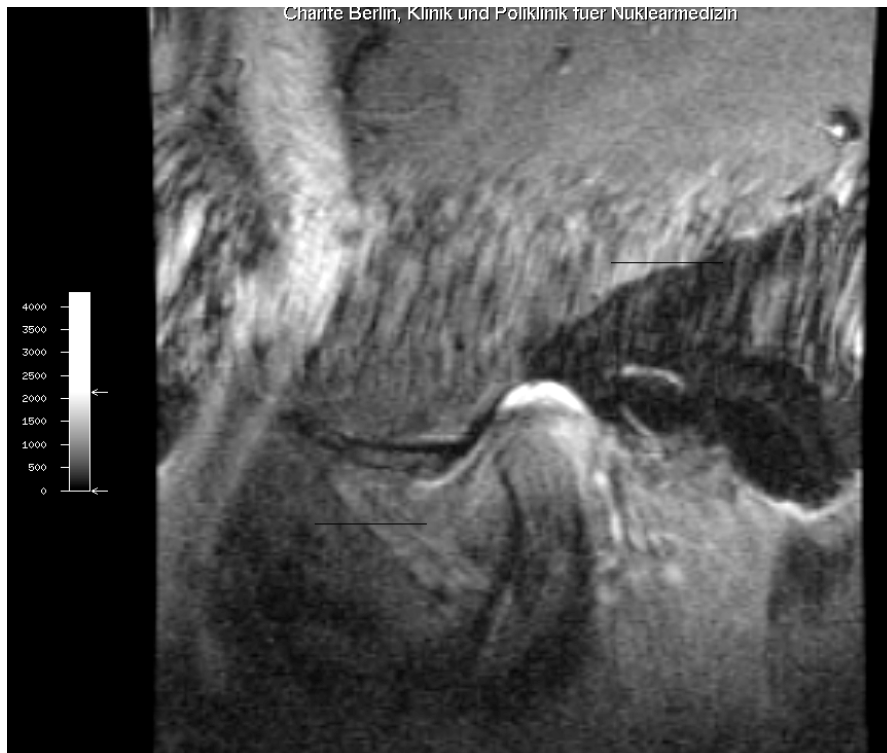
MRT-Bild mit KM-Enhancement linksseitig
